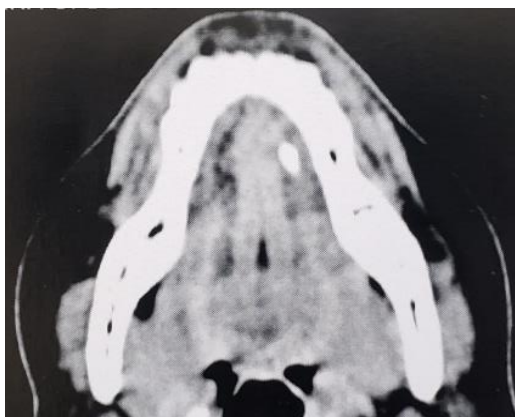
Tomografia computadorizada de corte axial, mostrando imagem hiperdensa em região do ducto de Wharton.
